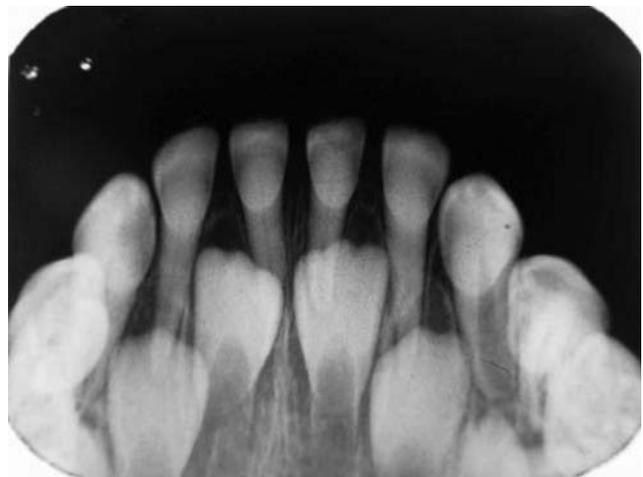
Radiografia periapical da região anteroinferior da paciente aos quatro anos de idade. Observa-se a obliteração parcial dos condutos radiculares dos incisivos inferiores decíduos
